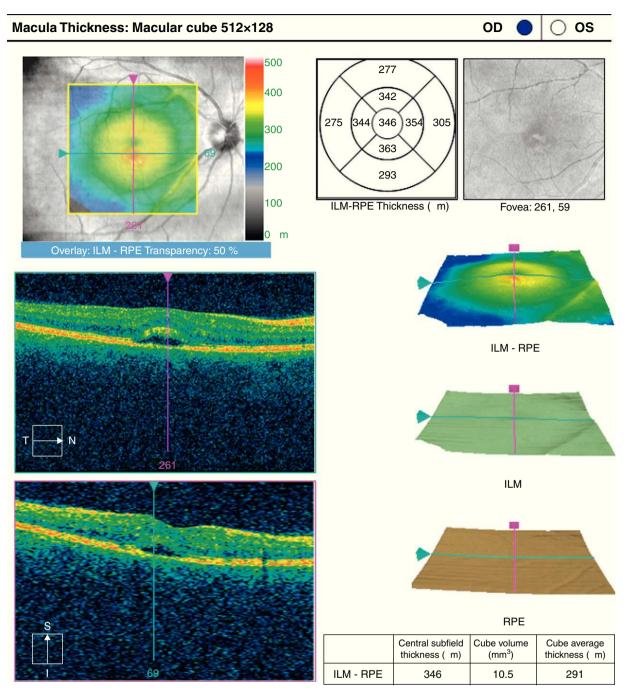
Tomografía de coherencia óptica del ojo derecho de la paciente que muestra discreto engrosamiento de la fóvea, con espacio hiporreflectivo en capas externas de la retina (flechas).
